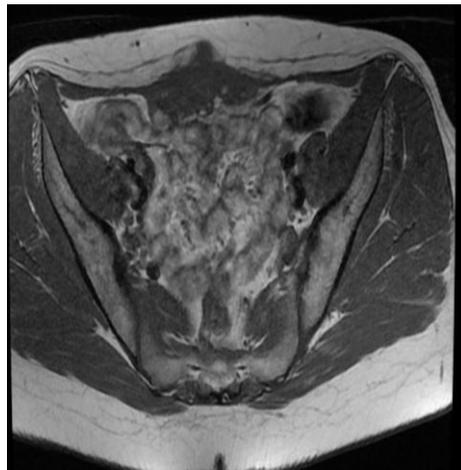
Aspect IRM en coupe axiale T2: Masse du muscle grand droit de l'abdomen
